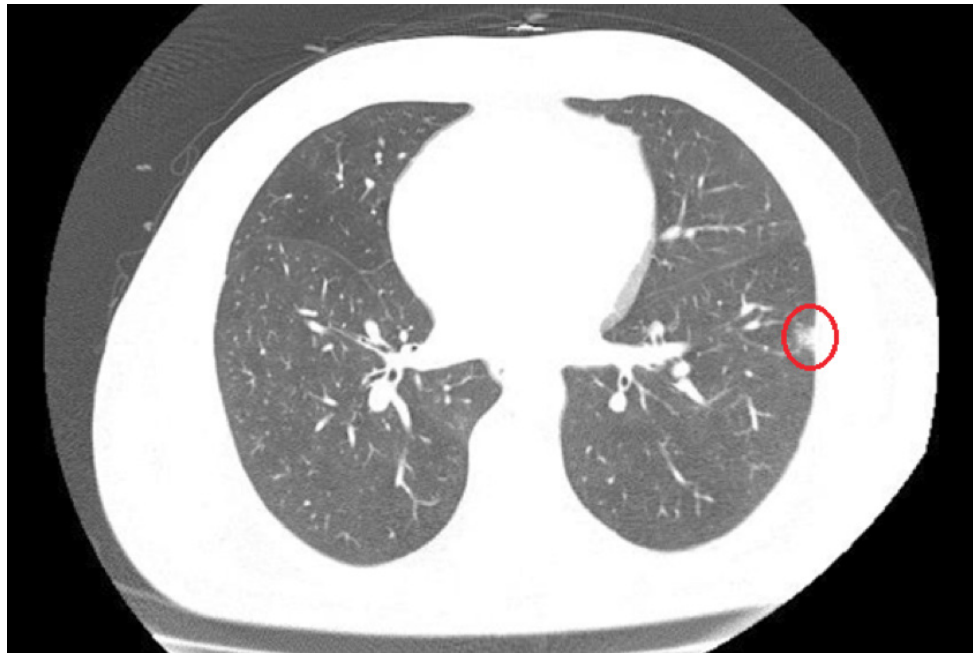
Tomografia de tórax evidenciando pequena opacidade nodular, circundada por halo em vidro fosco no pulmão esquerdo.
